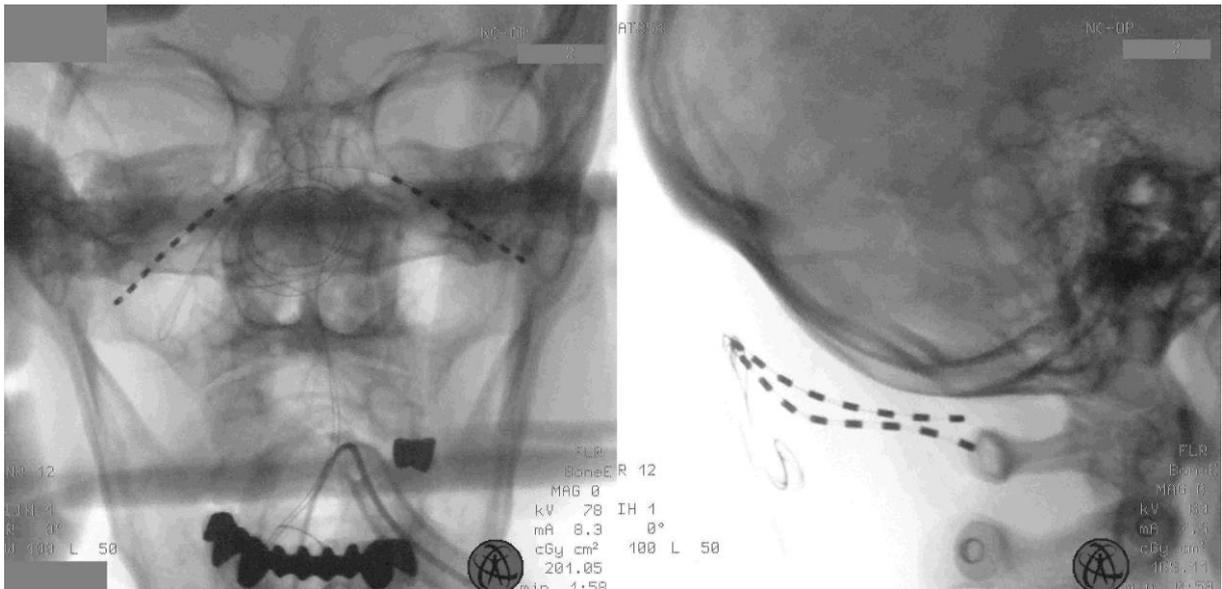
Röntgenaufnahme anterior-posterior. und lateral nach operativer Elektrodenplatzierung eines ONS Systems. (Slotty 2015)
